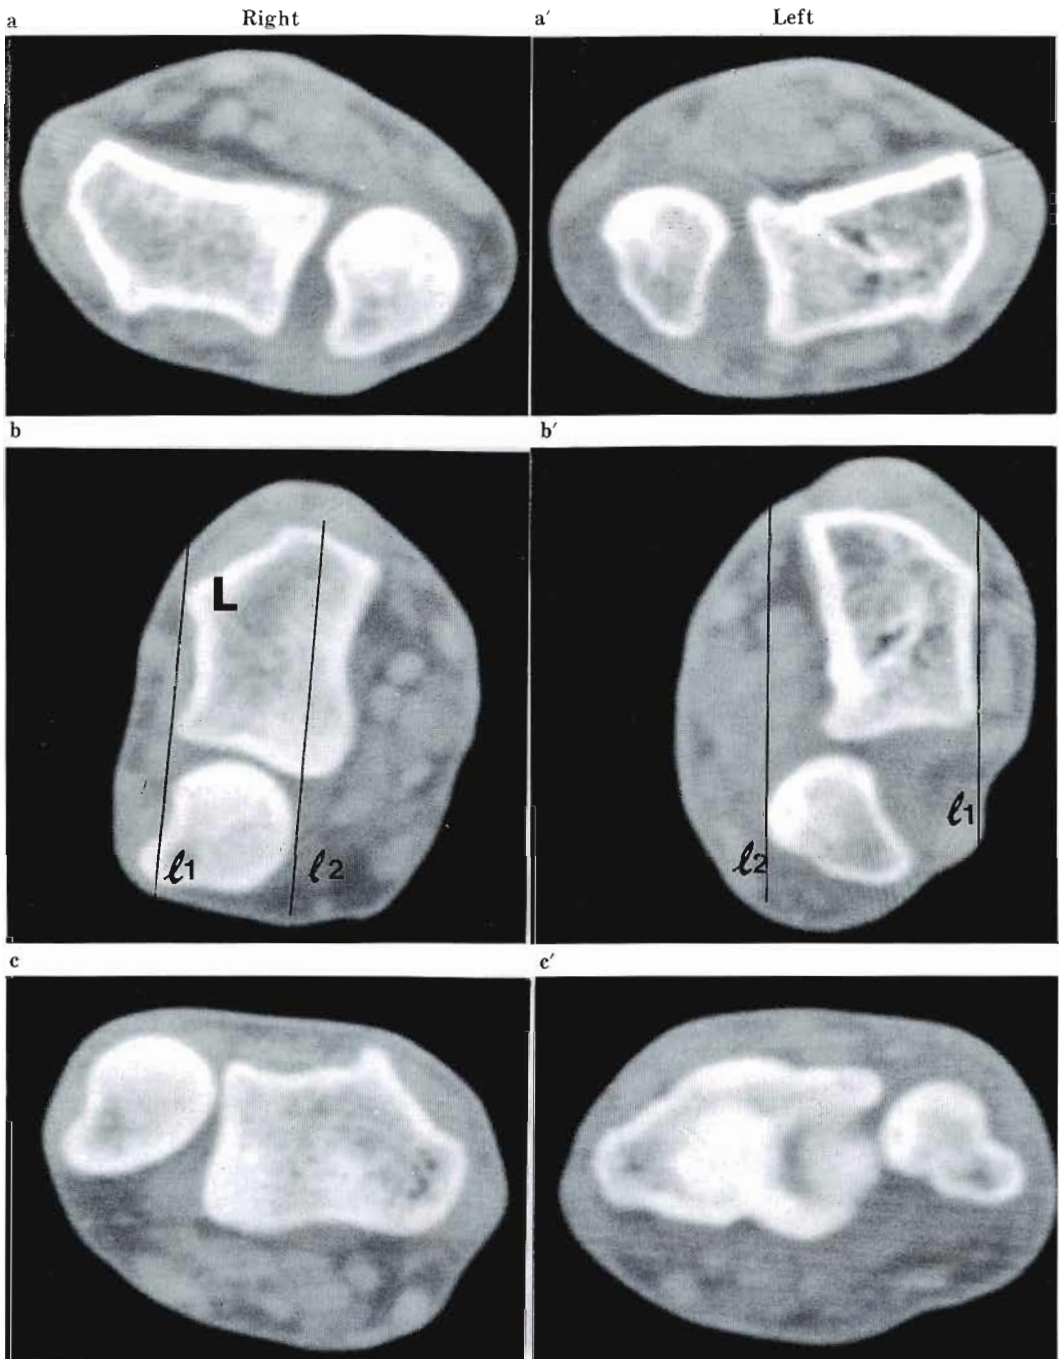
Computer tomography of the both distal radioulnar joints. The right side is unaffected, and the left side shows the volar subluxation of the ulna in the neutral position.
